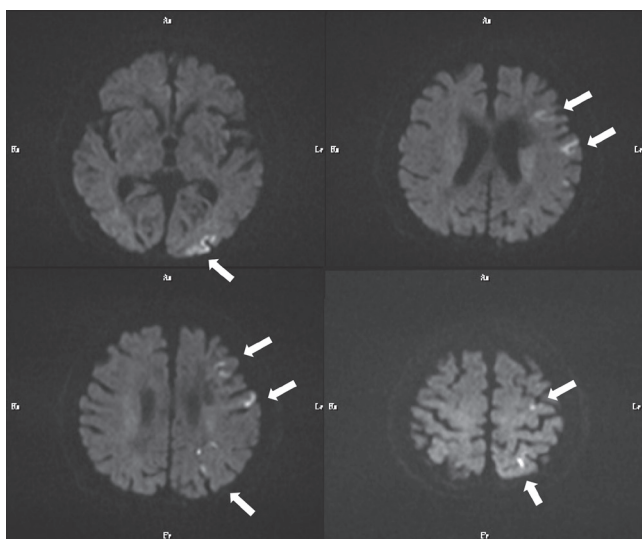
頭部MRI所見：拡散強調画像で、左MCA、PCA領域に急性期多発脳梗塞像を認めた(矢印)。
